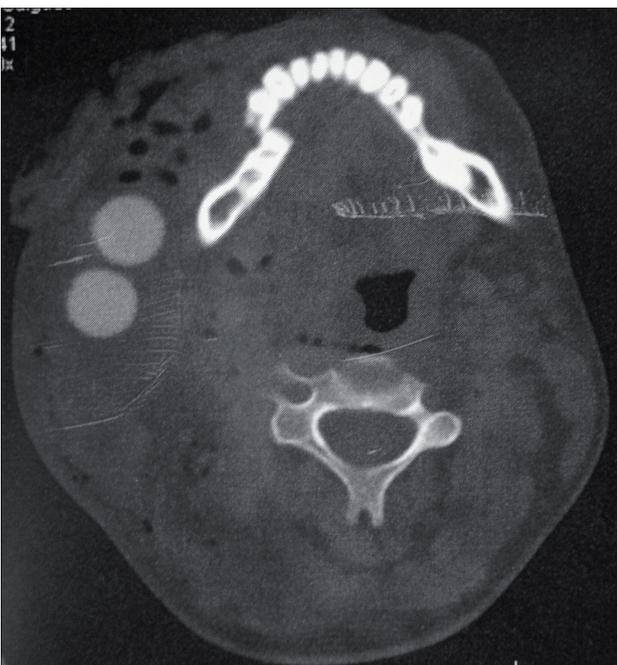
Tomografia computadorizada em cortes axiais, revelando a presença de dois projéteis e fratura em corpo de mandíbula do lado direito com grande deslocamento.
